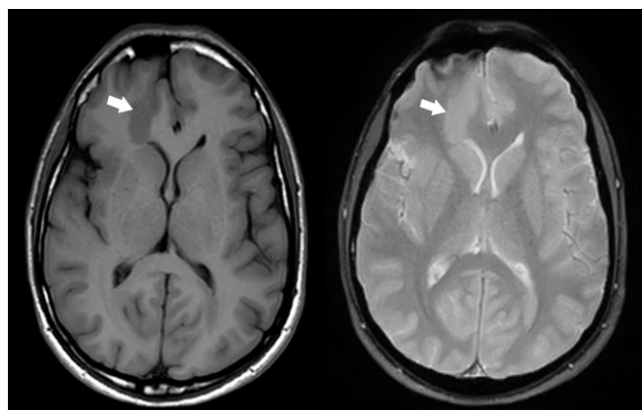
A 16-year-old boy patient with epileptic seizures. T1-weighted and T2-weighted axial brain MRI showed isointense subcortical heterotopia with gray matter in the right frontal subcortical white matter (arrows).
